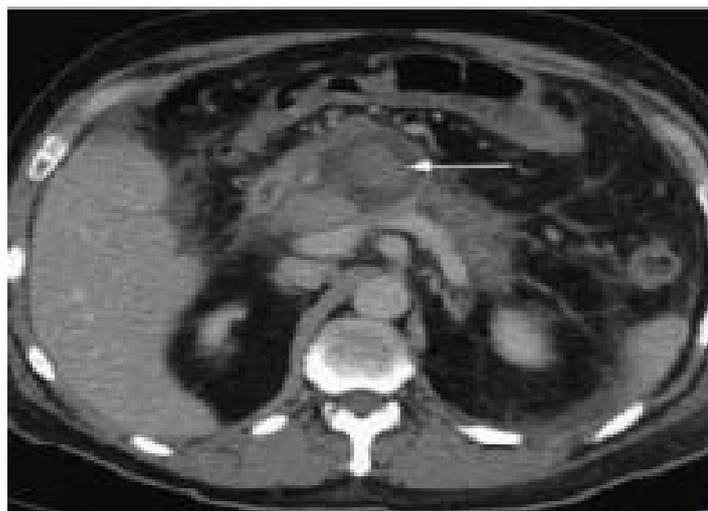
TDM masse intakystique hyperdense spontanément en rapport avec hémorragie intrakystique [36]
